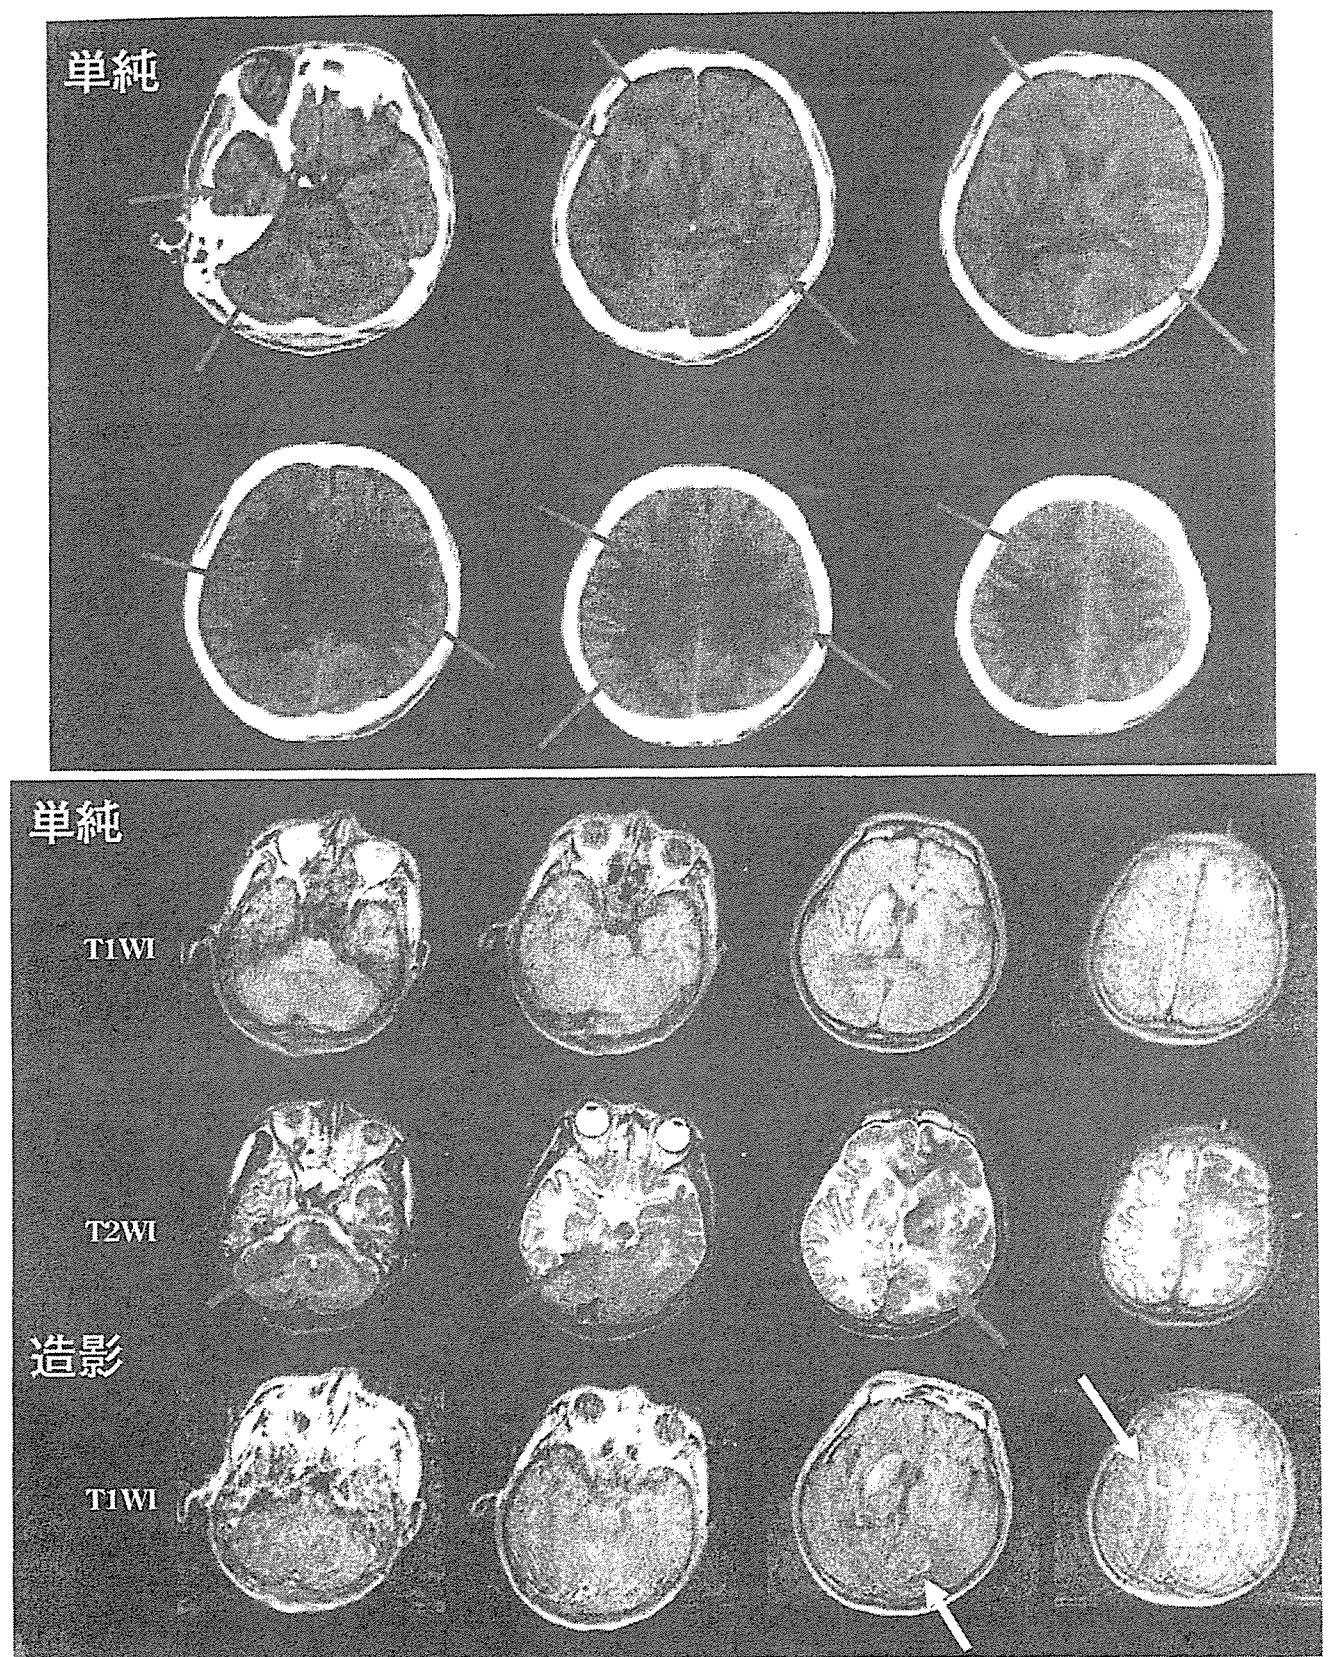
入院2カ月後の頭部CT(上段)・MRI(下段)画像
